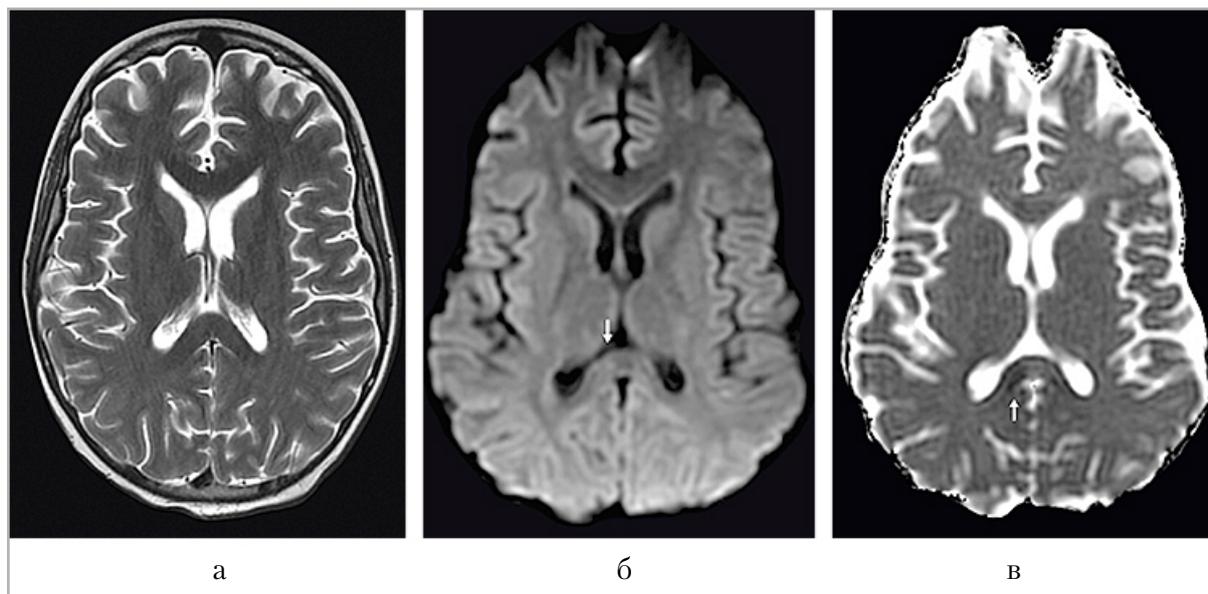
Цитотоксическое поражение мозолистого тела. Пациент С., 14 лет, с диагнозом «лимфома Беркитта, с поражением плевры, перикарда, передней грудной стенки, диафрагмы, брюшины, кишечника, почек, III стадия». На фоне проведения химиотерапии по протоколу В-НХЛ-2010-М (блок ВВ с выраженной задержкой выведения метотрексата) у ребенка отмечаются миоклонии век, горизонтальный нистагм, нарушение походки. На МРТ в валике мозолистого тела справа выявляется очаговое изменение сигнала (*стрелки*) в виде слабоинтенсивного повышения на DWI (*б*), сопряженное с выраженным снижением сигнала на картах ADC (*в*); некоторое утолщение валика на стороне изменений, без изменения сигнала на T2-ВИ (*а*)
